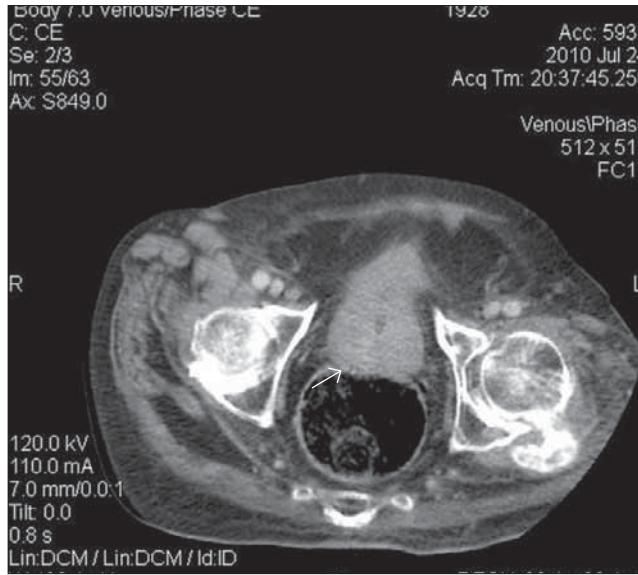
Kontrastsız BT incelemesinde prostat kanserinin mesane invazyonu görülmektedir.
